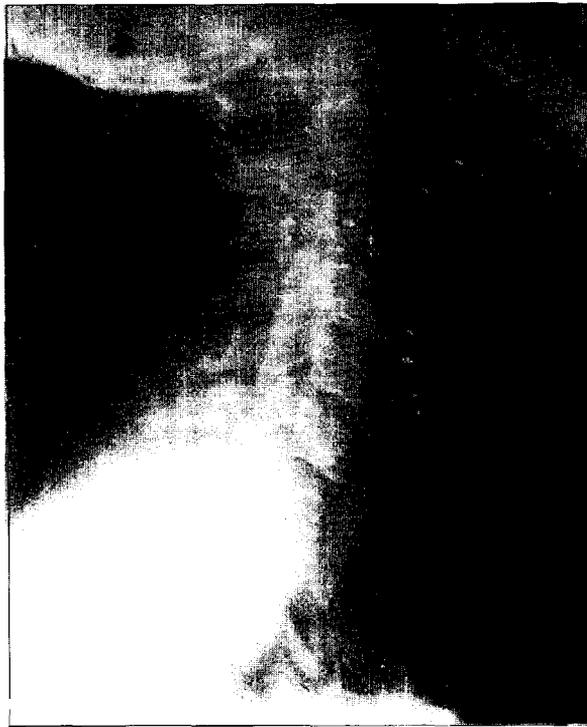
Radiografía lateral del cuello: similares hallazgos que en la figura 1.
